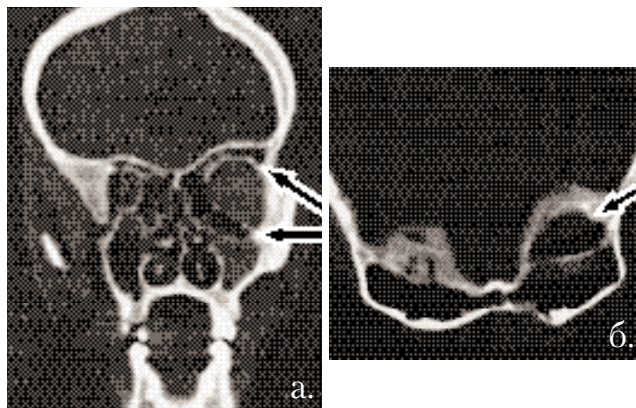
КТ околоносовых пазух больного С. в коронарной (а) и аксиальной (б) проекциях. Вокруг правой орбиты выявляются супра- и инфраорбитальные клетки (указано стрелками).
